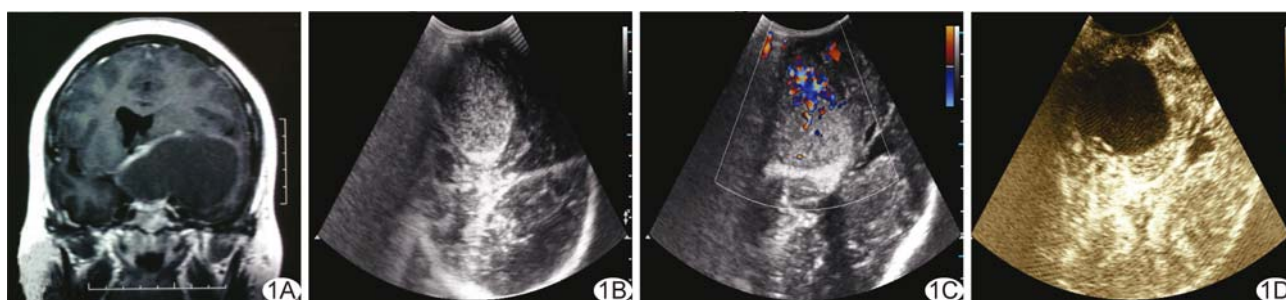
颅咽管瘤切除术患者 A. 术前 MRI; B. 术中灰阶超声; C. 术中 CDFI; D. 术中 CEUS
